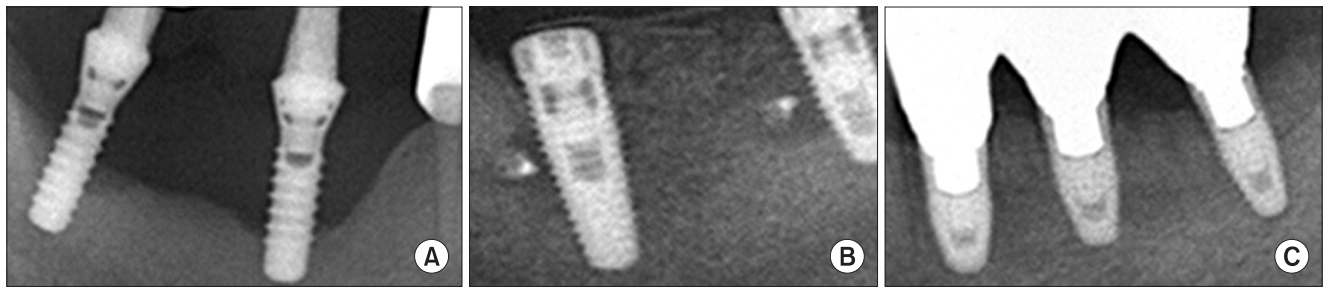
Simultaneous implant installation with autogenous particulated bone and xenogenic bone graft. These figures were collected from different patients who underwent particulated autogenous bone and xenogenic bone graft and implant installation surgery. A. Pre-operative radiography. These previous implants were removed at bone graft surgery because of those mobility and pain. B. Immediate post-operative radiography after mixed particulated bone graft and implant installation. C. Follow-up post-operative radiography after functional loading.
